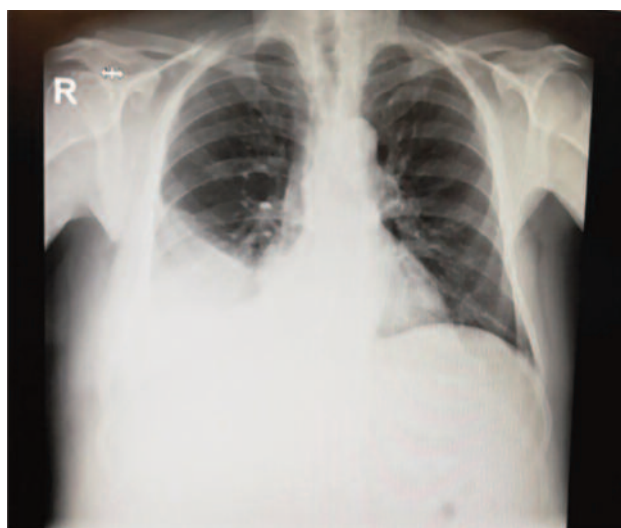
Radiografia torácica com derrame pleural à direita.
